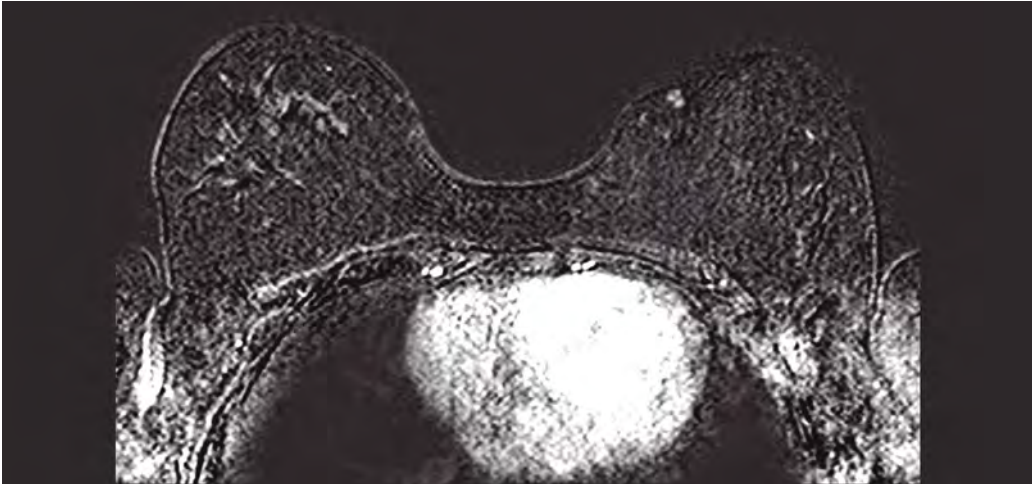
mujer de 49 años con antecedente de tratamiento conservador bilateral en 2015 y estudio de mamografía/ecografía sin hallazgos de sospecha. La RM con PA (imagen sustracción 2.º minuto) identificó un realce nodular de 7 mm en el plano superficial de intercadrantes internos de la mama izquierda, coincidente con la cicatriz quirúrgica. Dicho hallazgo se biopsió mediante ecografía dirigida con resultado de carcinoma ductal infiltrante en dermis de grado 2 de Nottingham
